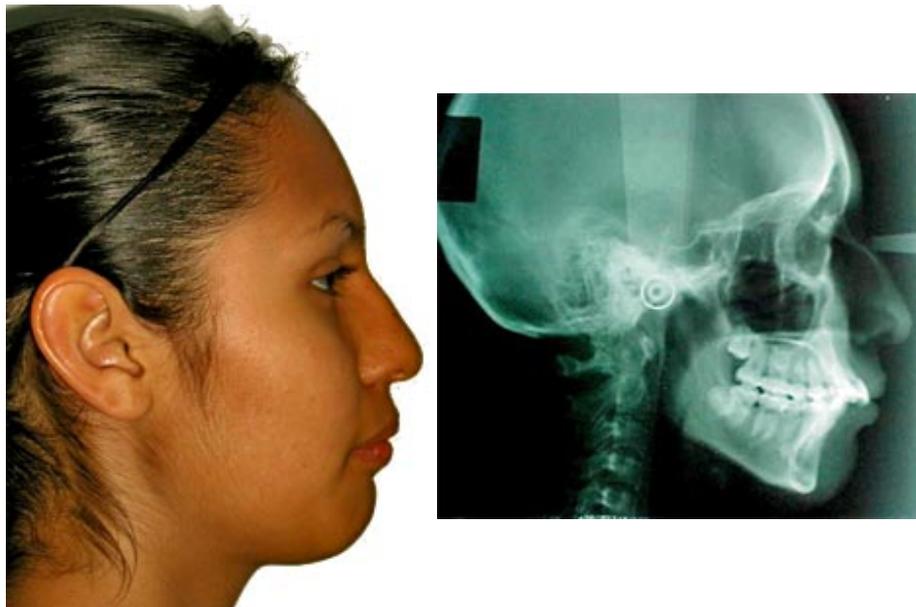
y 7 En la fotografía de perfil y radiografía lateral de cráneo fig. 7, nótese la clase II esquelética, hiperdivergente, el ángulo naso-labial y mentolabial. Fuente propia del CESO.
